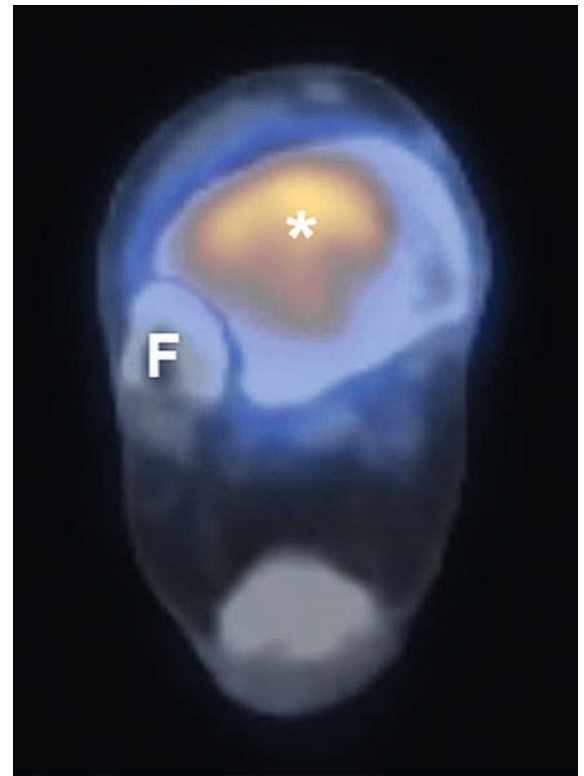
PET/CT-Ganzkörper mit 254 MBq ^{18}F -FDG. FDG-aktive Skelettläsion in der distalen Tibia (Stern). Fibula (F).
